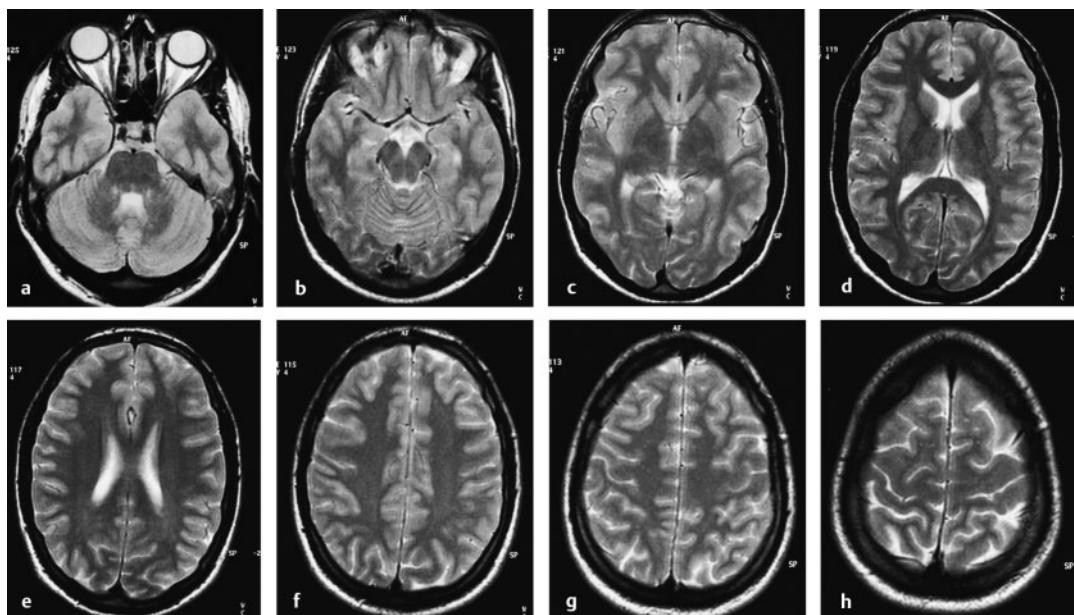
a-h Normales MRT des Gehirns, 5 mm dicke Schichten von basal zum Vertex.
